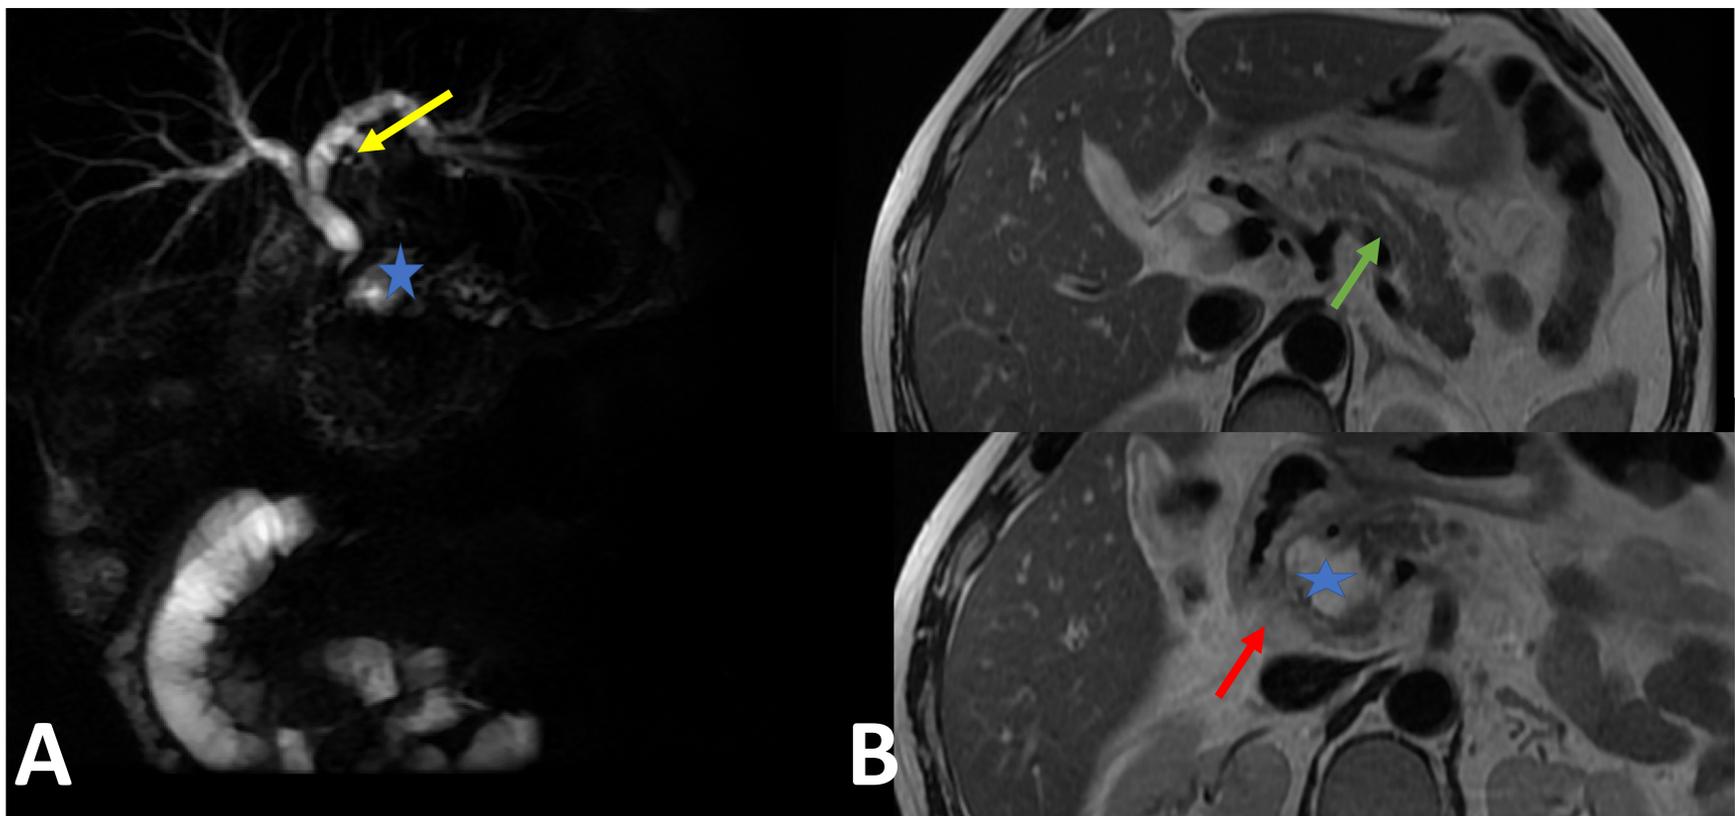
ColangioRM (A); RM de abdomen cortes axiales potenciada en T2 (B). Cabeza pancreática de morfología globulosa, señal heterogénea y presencia de una colección organizada (*) Afectación por cambios inflamatorios de surco duodeno pancreático (flecha roja). Ocasiona estenosis del colédoco que asocia dilatación de radicales biliares intrahepáticos (flecha amarilla). Wirsung dilatado (flecha verde).
